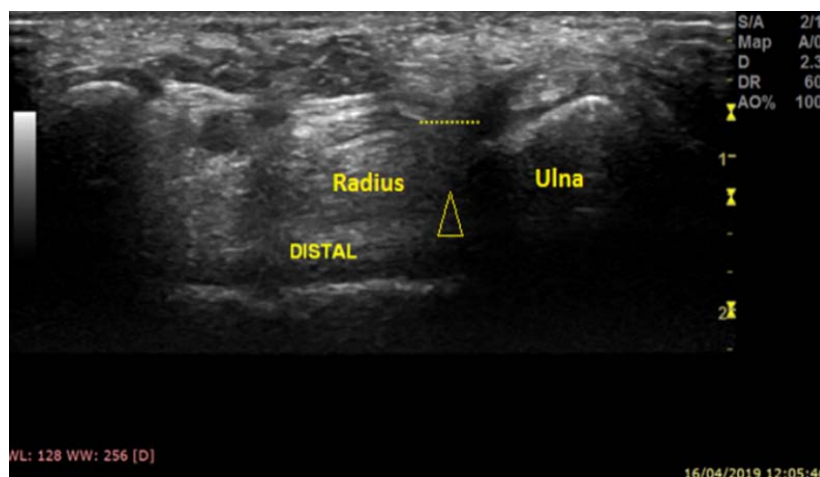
Coupe échographique de l'articulation radio-ulnaire distale
